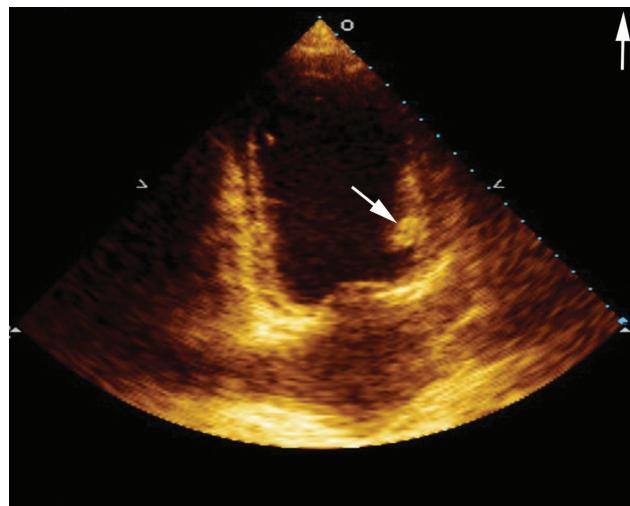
Трансторакальная эхокардиография: виден тромб ЛЖ (обозначено стрелкой)
